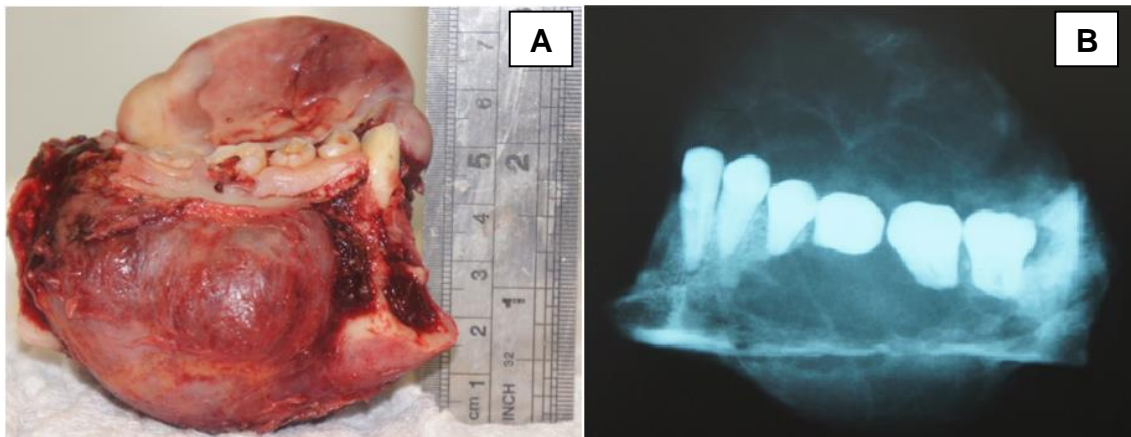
Aspecto macroscópico da peça cirúrgica (A). Radiografia final da peça cirúrgica (B).
